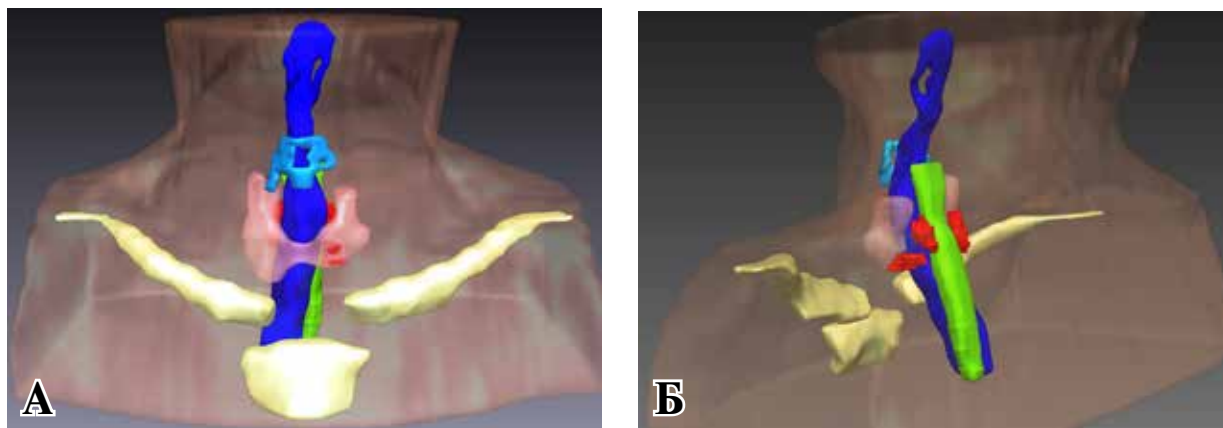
Предоперационное 3D-моделирование анатомических образований шеи на основе МРТ. Красным цветом обозначены аденомы ОЩЖ, синим – трахея, светло-сиреневым – ЩЖ, зеленым – пищевод.
